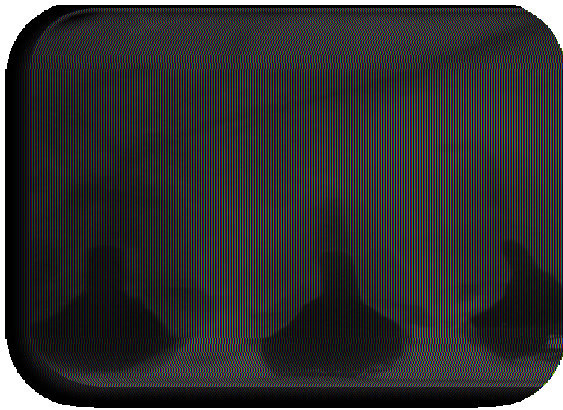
radiographie de contrôle après 2 mois de la 11.12.21
